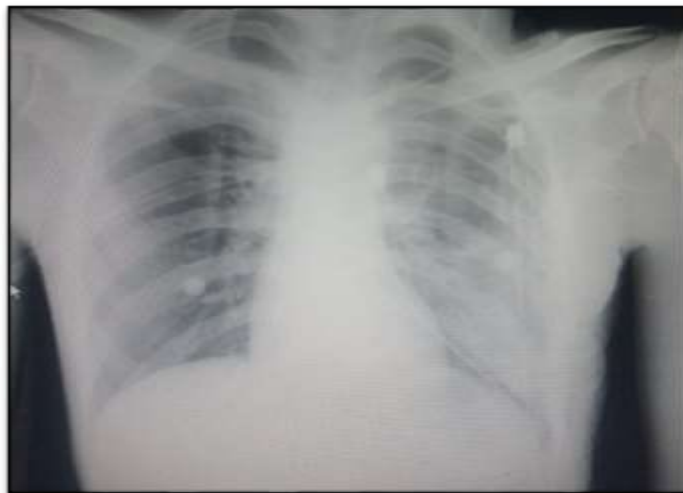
Radiografía de tórax. Expansión pulmonar izquierda
